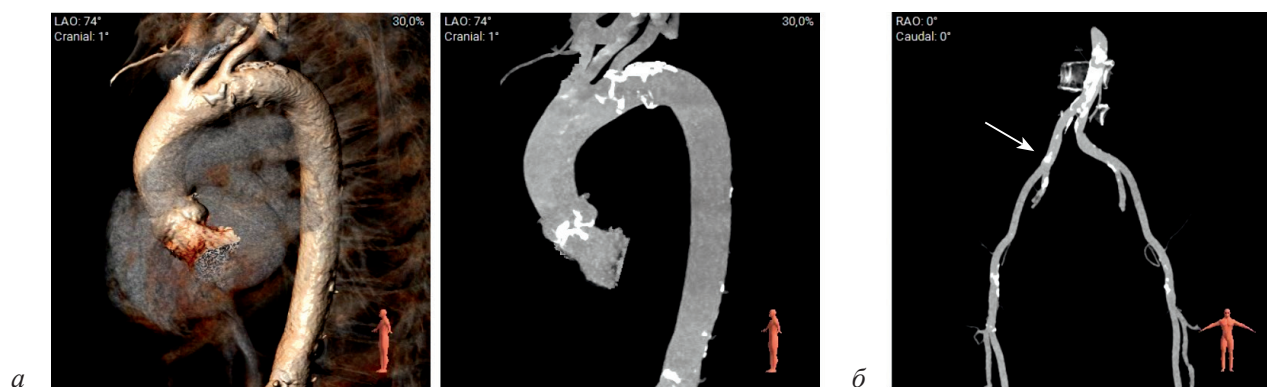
Мультиспиральная компьютерная томография восходящего отдела аорты и артерий нижних конечностей:
